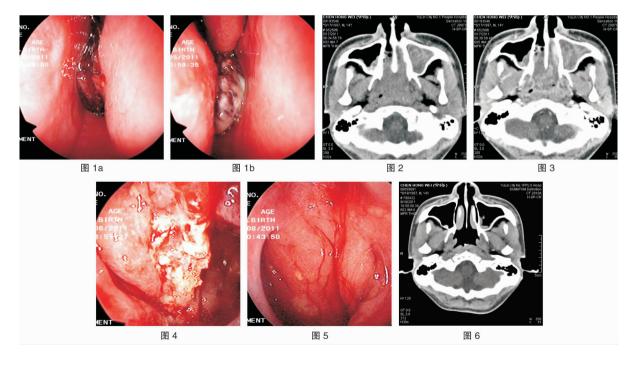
术前鼻内镜所见 a:左后鼻孔及鼻咽部肿块;b:右后鼻孔及鼻咽部肿块 图 2 CT 示鼻咽肿物侵犯双后鼻孔及左侧上颌窦 图 3 CT 示肿物不同程度增强 图 4 术后 1 周鼻内镜所见 图 5 术后 3 个月复查鼻内镜示术腔上皮化 图 6 术后 3 个月 CT 检查未见复发
